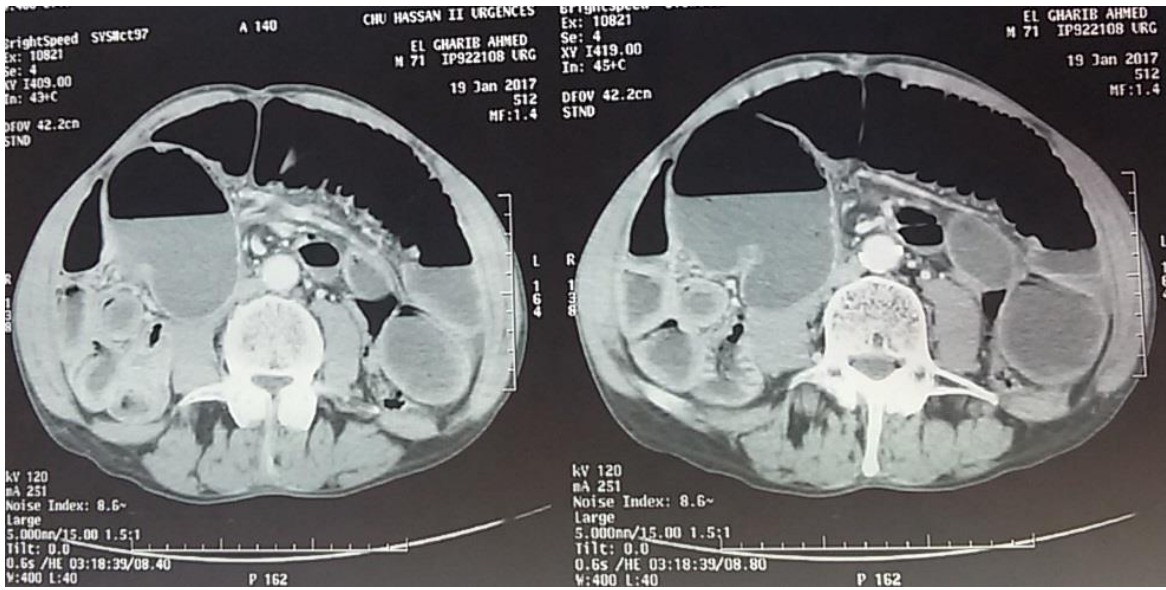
TDM abdominale premier patient
